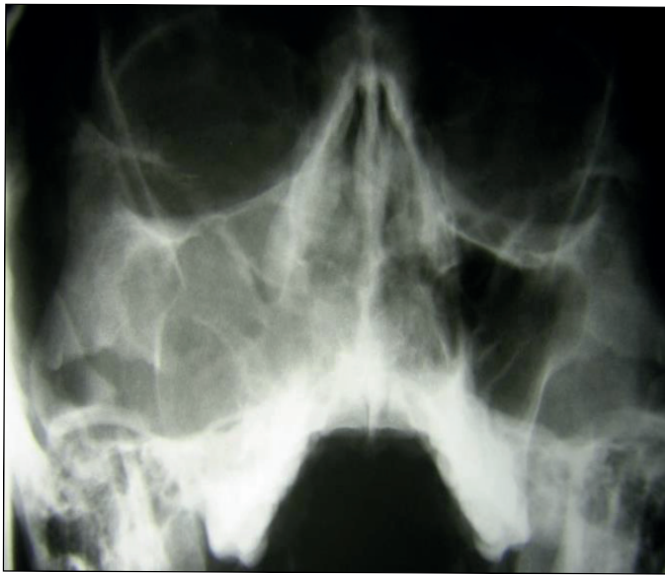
Radiographie de Blondeau : comblement du sinus maxillaire droit.
